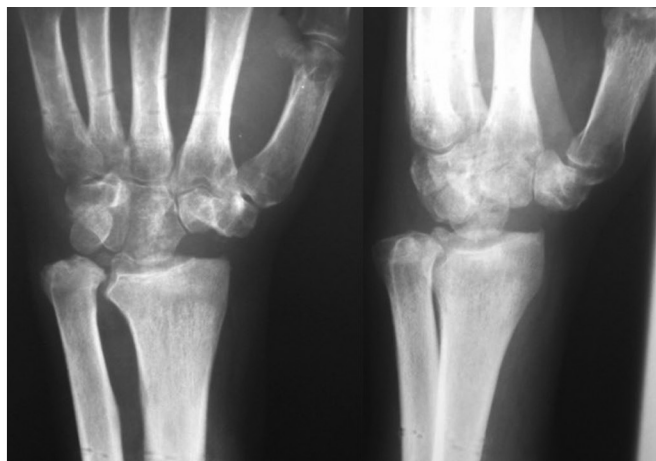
Результат лечения. Рентгенограммы в прямой и боковой проекциях через год с момента операции
